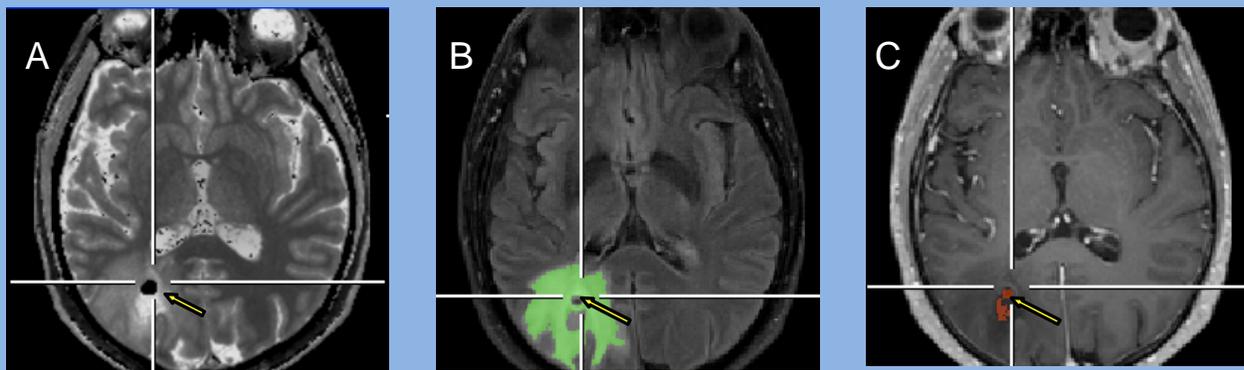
Bildbeispiel eines Patienten mit hochgradigem Gliom: T1 Karte (A), T1+KM (B) und FLAIR (C). Farblich markiert sind selektierte VOIs mit KM-Anreicherung (KMA, rot) und in der Ödemzone (grün).
